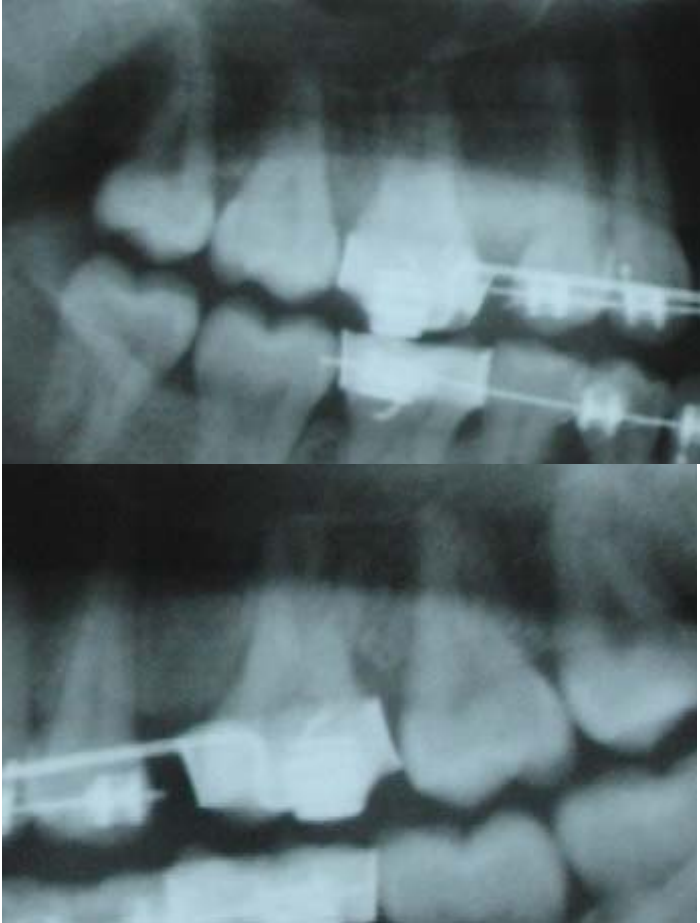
Caso 3: Radiografías mostrando la corrección de la inclinación de los primeros molares superiores.
